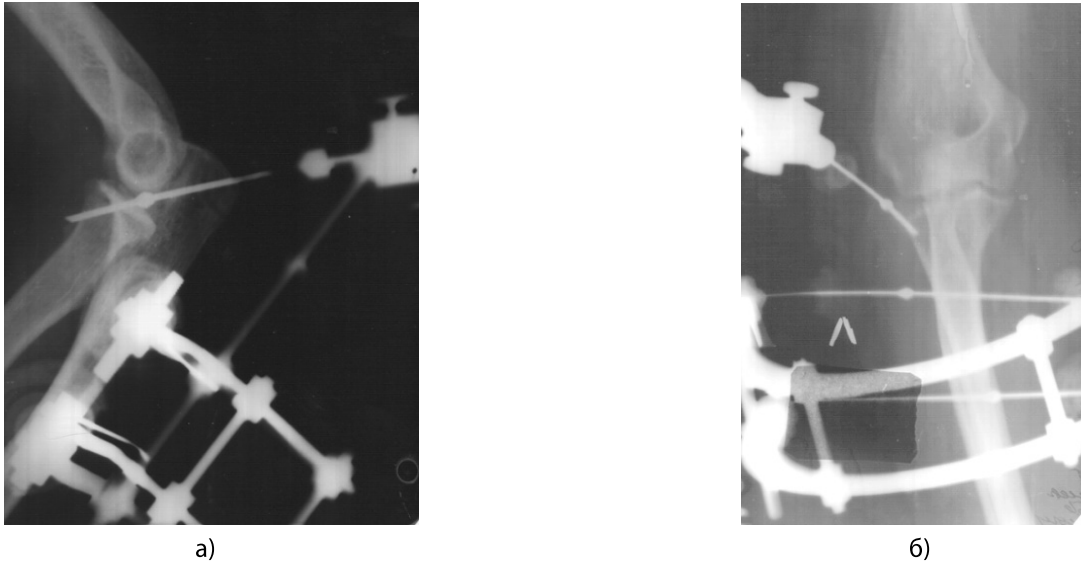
А — Рентгенограмма больного к., 34 лет, остеосинтез перелома локтевого отростка; Б — рентгенограмма больного К., 48 лет, остеосинтез перелома головки лучевой кости.
